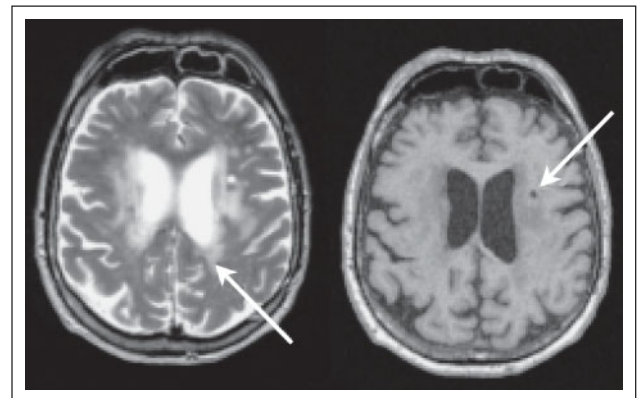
T2-gewichtete (links) und T1-gewichtete (rechts) MRI-Aufnahmen derselben inzwischen 75-jährigen Person. Diese Person hat einen schweren Grad einer Hyperintensität der weißen Substanz (Pfeil), hauptsächlich im periventriculären Gebiet, was leicht auf der T2-Aufnahme gesehen werden kann (links). Er hat auch einen stummen Infarkt (Pfeil) in der weißen Substanz, der im Hyposignal auf der T1-gewichteten Aufnahme erscheint (rechts).
